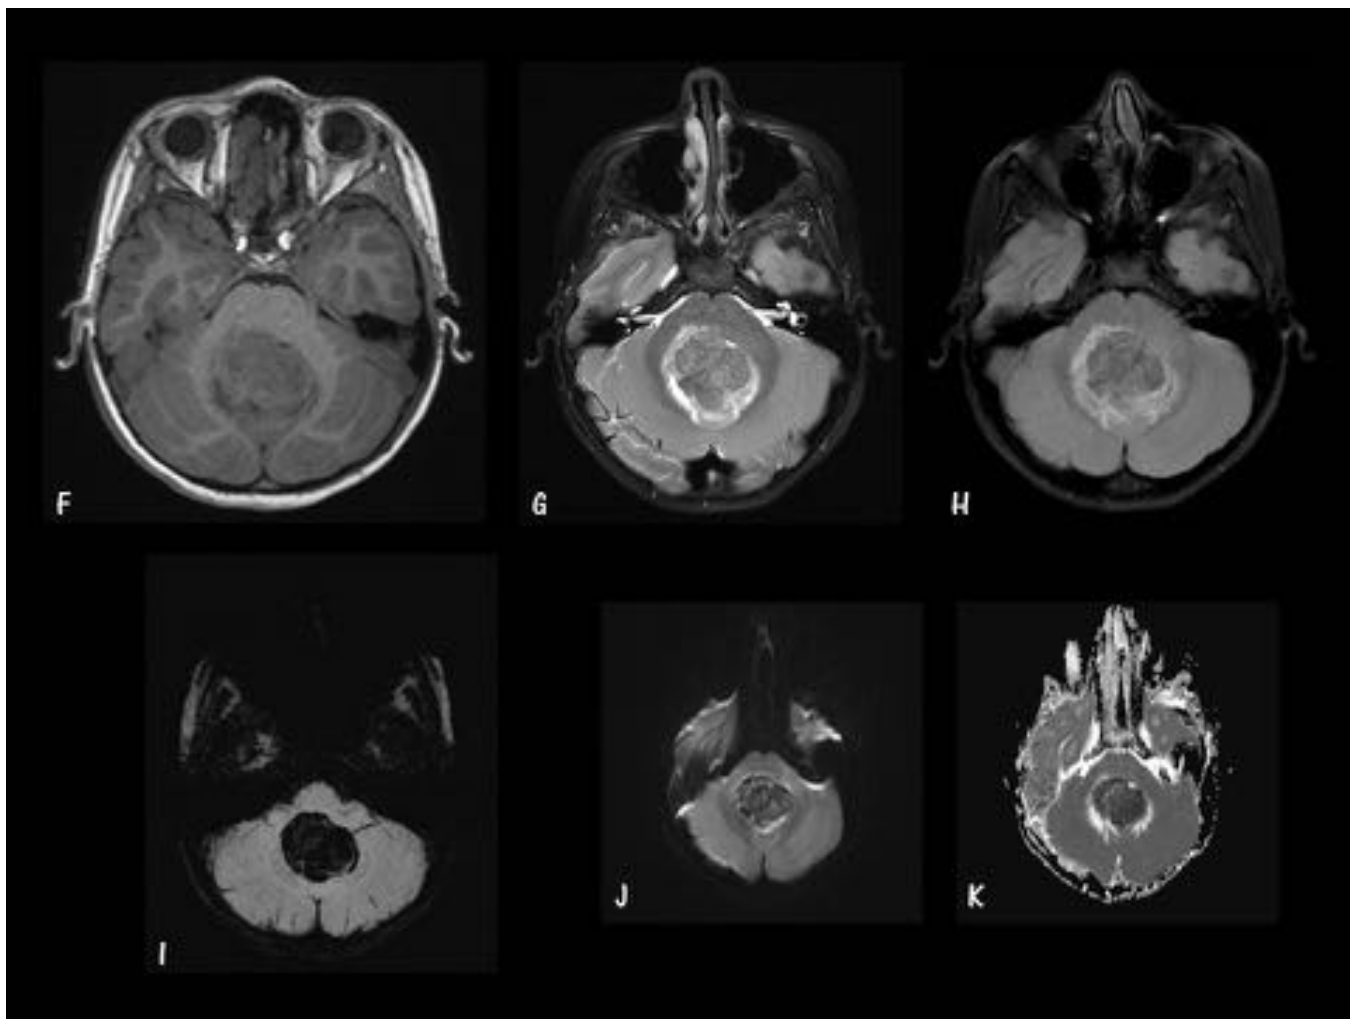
MB TÍPICO. Caso 4. Parte B. Imágenes axiales. F. T1 sin GD. G. T2 FS. H. FLAIR. I. GRE. J. Difusión. K. ADC Masa redondeada en línea media de fosa posterior, dentro del IV ventrículo, que asocia edema peritumoral (H), contenido hemorrágico en su interior (I) y que no restringe en la difusión (J).
